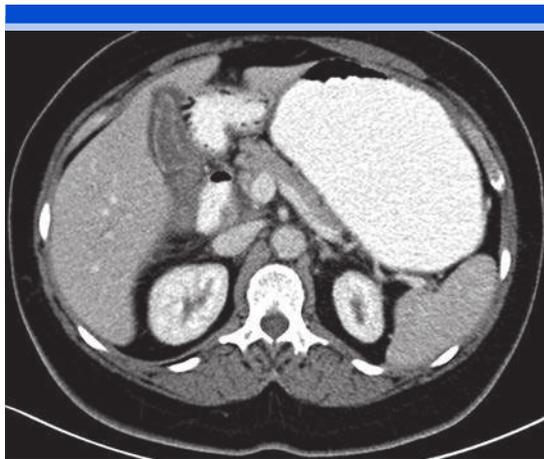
Femenina de 56 años con síndrome doloroso abdominal agudo de origen gástrico; selección de imagen axial de tomografía con contraste oral e intravenoso, con ventana para evaluar el contenido abdominal donde se demuestra la afección inflamatoria aguda de la vesícula biliar caracterizada principalmente por el reforzamiento de la pared vesicular y el líquido perivesicular, lo que permite establecer el diagnóstico de colecistitis aguda alitiásica.
